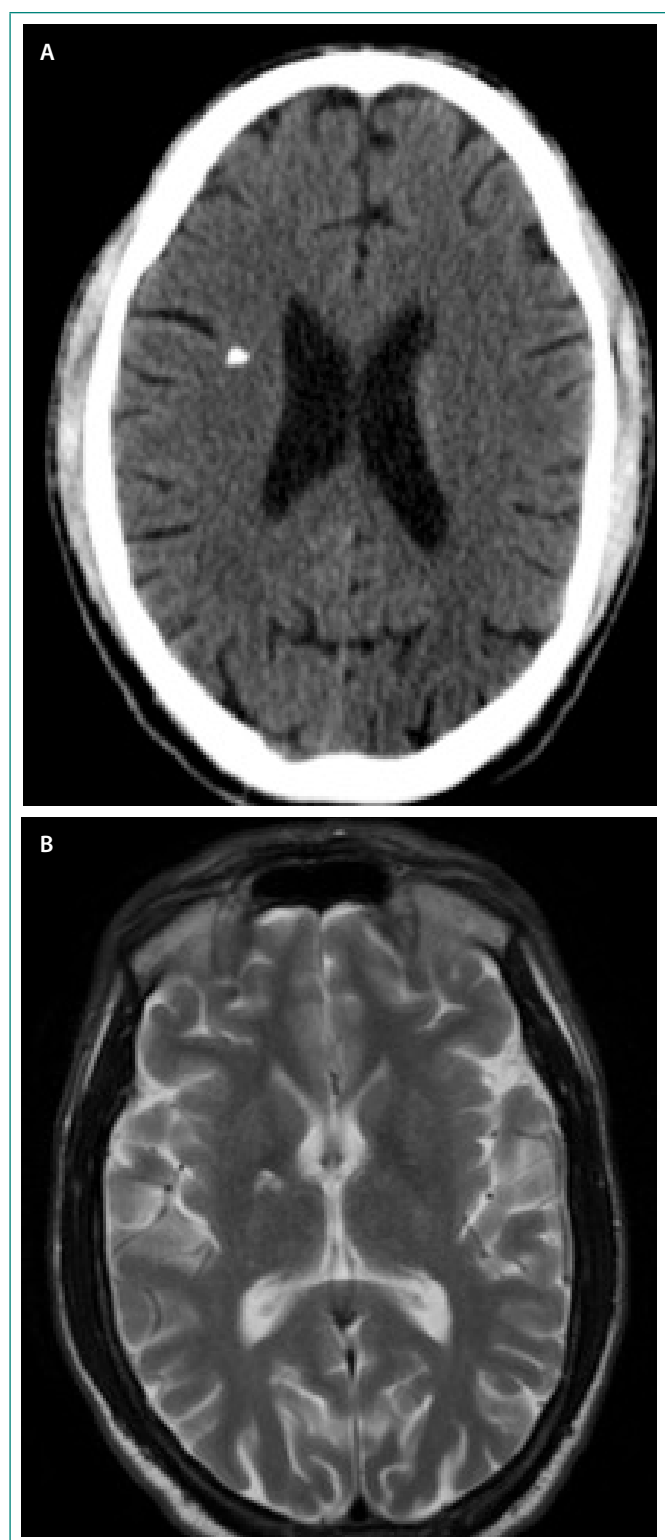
(A) TC craneal. Hipodensidad lacunar envolviendo la cápsula interna derecha no aguda. (B) Resonancia magnética craneal. Apréciase leucoencefalopatía isquémica microangiopática, especialmente a la izquierda y cavernomatosis calcificada derecha
